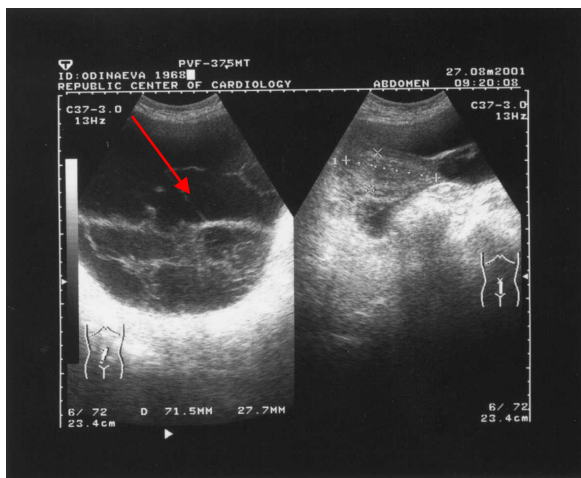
3.26. - УЗИ органов малого таза. Гигантская многокамерная эхинококковая киста малого таза
